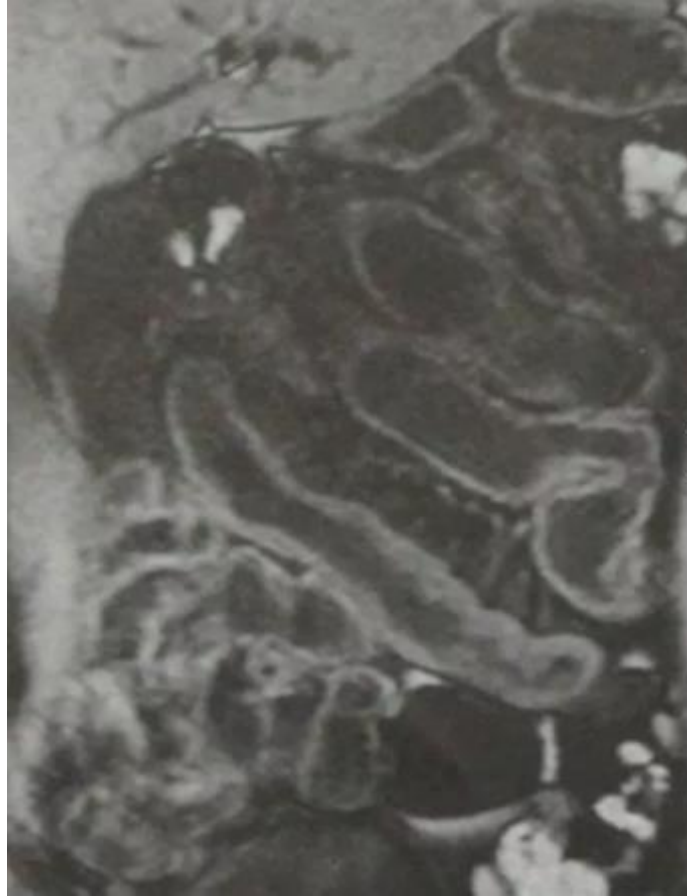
Компьютерная томография с контрастированием стенок тонкого кишечника
